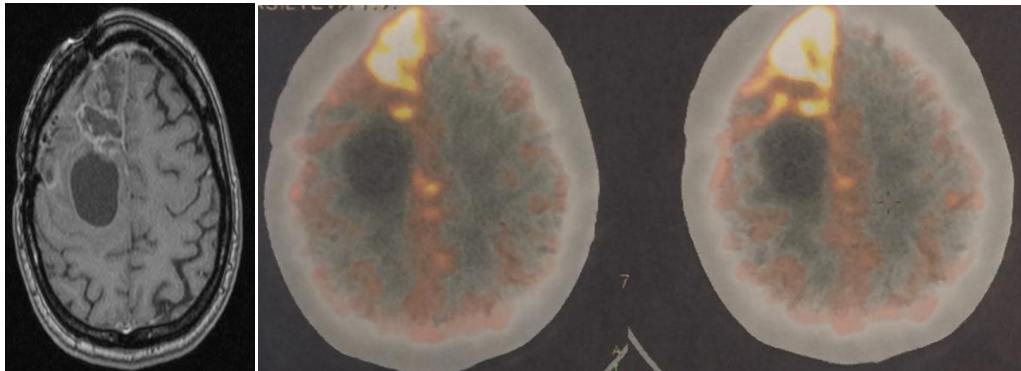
МРТ головного мозга и ПЭТ-КТ головного мозга больной В-ой., 31 лет (ИБ №2414-2017) с продолженным ростом глиобластомы правой лобной доли. Отмечается неравномерное, умеренное накопление контрастного вещества опухолью по данным МРТ и очаг накопления С11-метионина опухолью по данным ПЭТ (индекс накопления радиофармпрепарата – 4,7, что подтверждает наличие продолженного роста опухоли)
